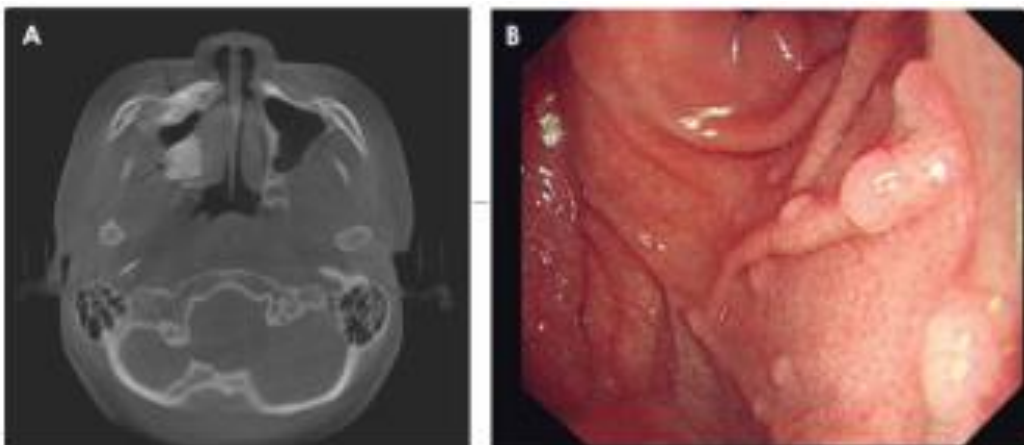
La figuras A muestra un corte axial de una tomografía donde se observan lesiones hiperdensas en el maxilar correspondientes a osteomas. La figura B muestra una endoscopia donde se pueden observar pólipos intestinales.
